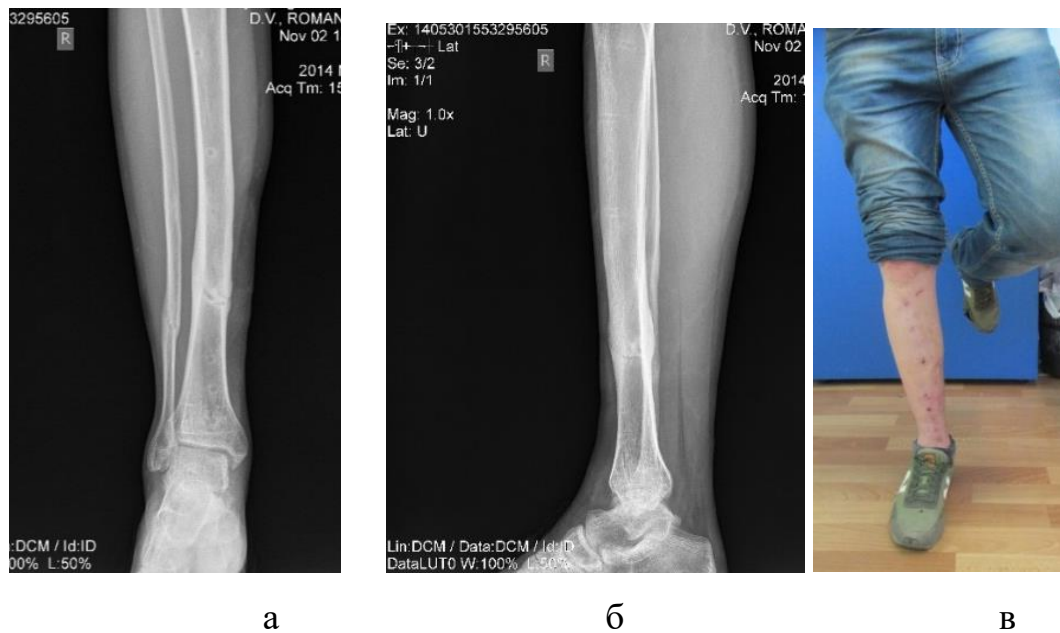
(а, б, в) Фотовідбиток рентгенограми після демонтажу АЗФ з правої гомілки, повна функція при навантаженні
